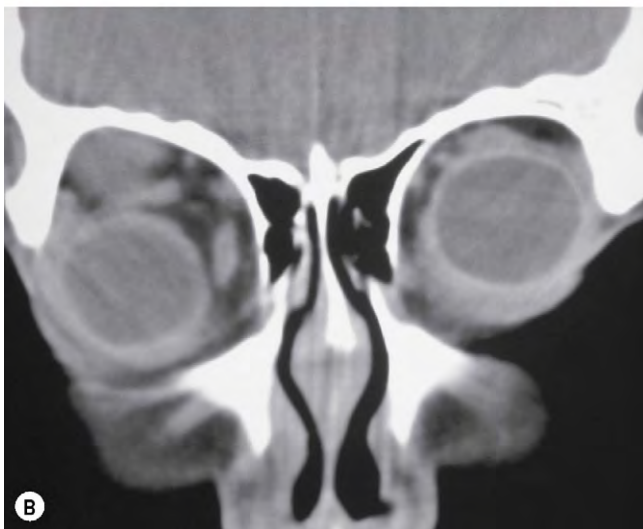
(A) Neurofibroma plexiforme que causa afectación periorbitaria y desfiguración facial; (B) la TC muestra afectación orbitaria y distopia inferior.
